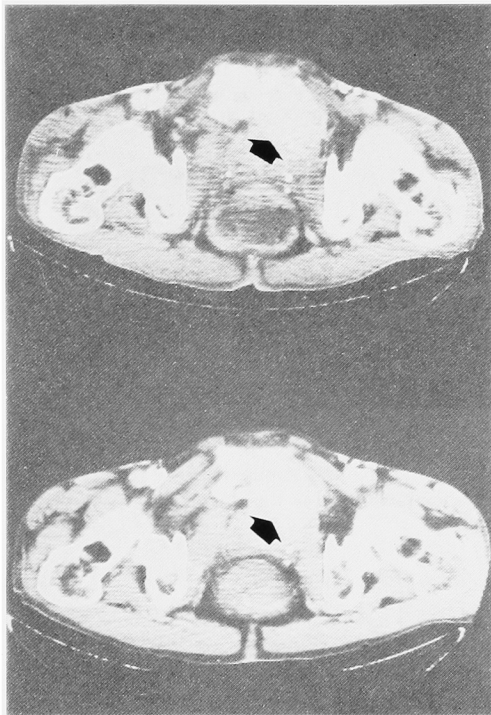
The CT-scanning views of case 1 before and after the treatment with VPM-CisCF (I) chemotherapy. Arrows indicate the osteolytic destruction of pubic bone in the upper and the recalcified recovery in the lower.
